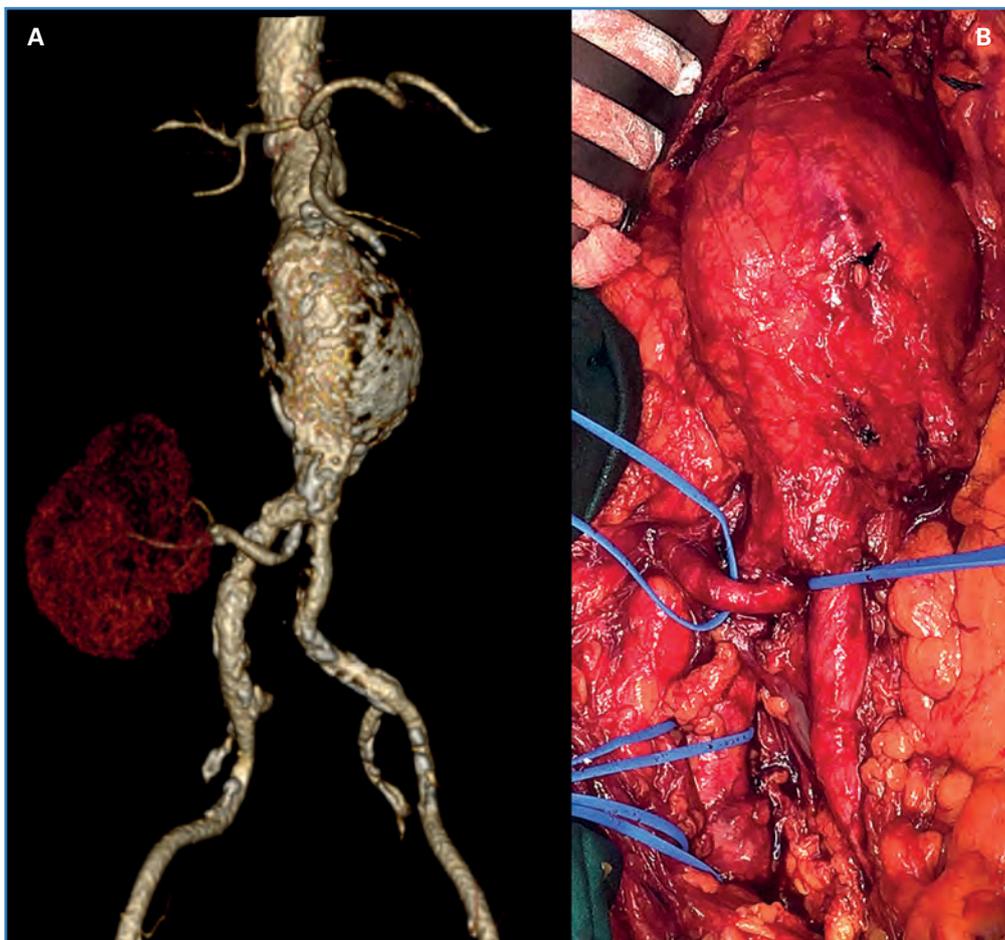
A. Reconstrucción 3D de angio-TAC preoperatoria. B. Imagen intraoperatoria del AAA con riñón pélvico solitario derecho asociado.
